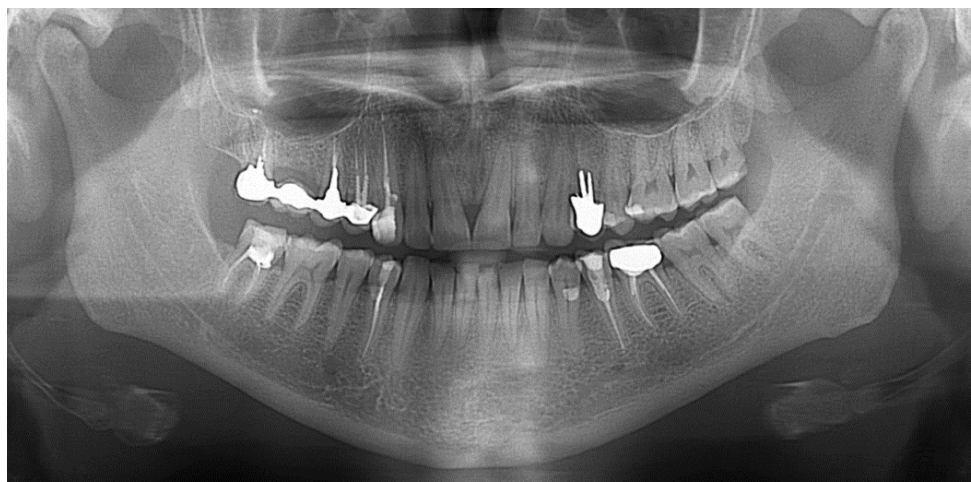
Ортопантомограмма той же пациентки
